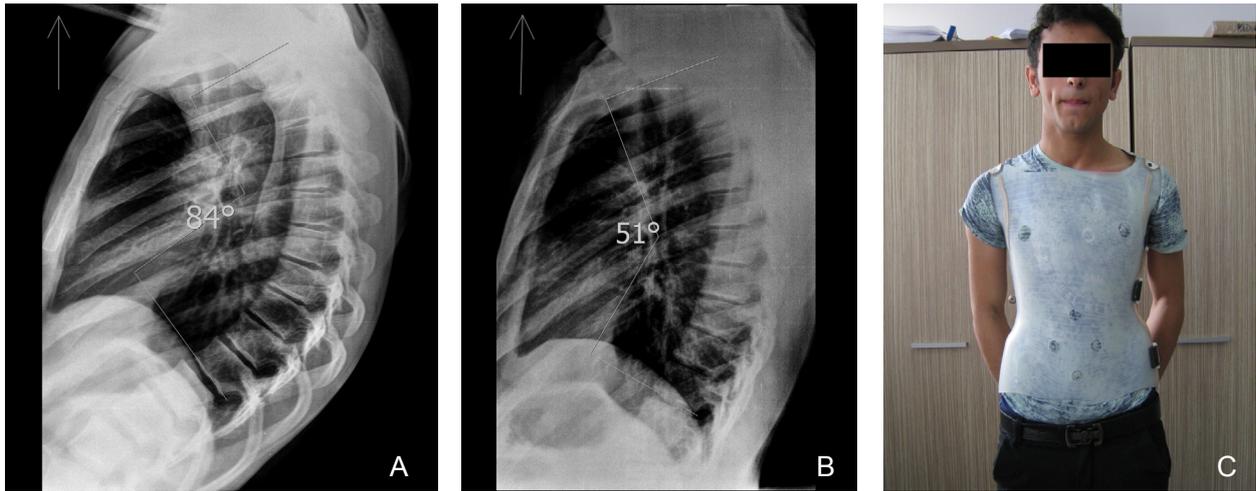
Больной Б.У., 15 лет: А - рентген-снимок до лечения (кифоз 84°);
